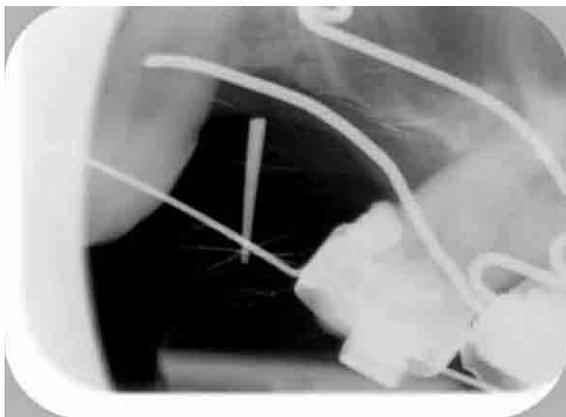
Radiographie de la future position de la minivis. Repaire donné par la mise en situation d'un simple cône de Gutta (cliché du docteur Lugari).
